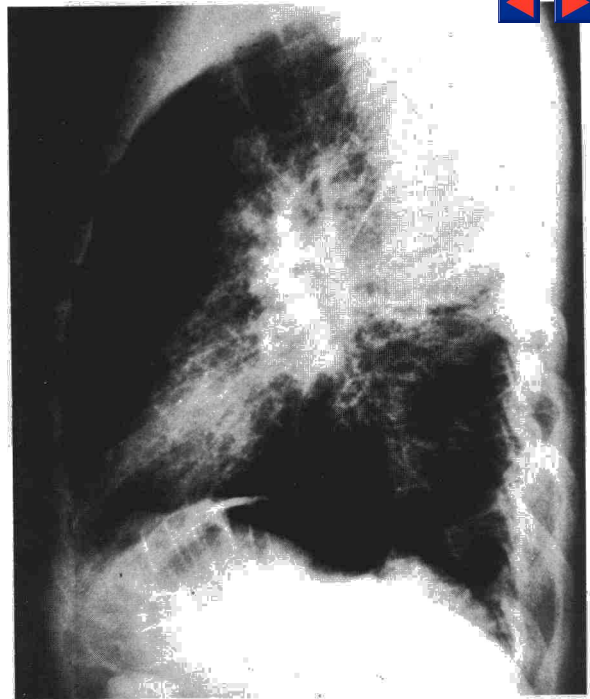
Radiografía lateral del tórax. Son visibles los signos de hipertensión venocapilar pulmonar.
